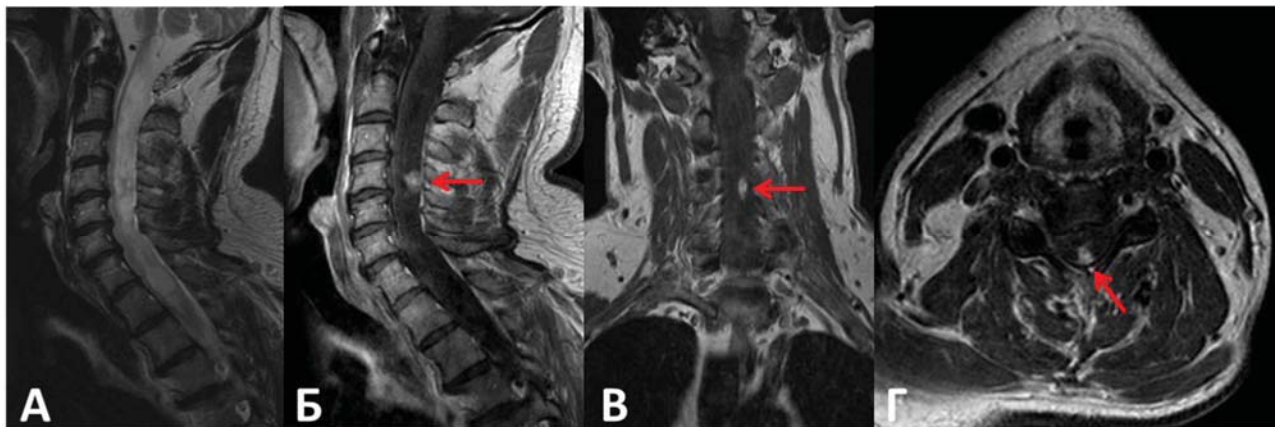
Предоперационное МРТ-исследование шейного отдела позвоночника с контрастным усилением: гемангиобластома шейного отдела спинного мозга. В режиме Т2 (А) определяется гипоинтенсивный опухолевый узел, расположенный на уровне тела позвонка С4, крупная сирингомиелическая киста на уровне позвонков С1–С7. В режиме Т1 после внутривенного введения контрастного вещества в сагиттальной (Б), фронтальной (В) и аксиальной (Г) проекциях отмечается выраженное достаточно гомогенное патологическое контрастирование опухоли (узел опухоли указан красными стрелками)
